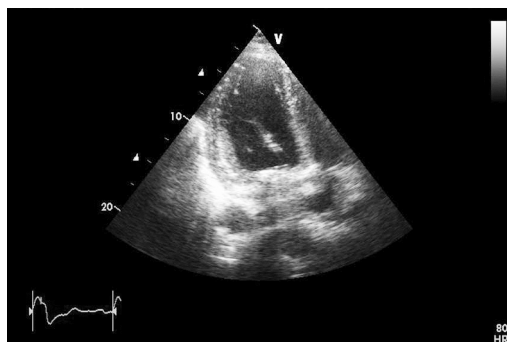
Трансторакальная эхокардиография. Искусственная хорда из политетрафторэтиленовой нити, наложенная на фиброзное кольцо в области передней створки митрального клапана.
